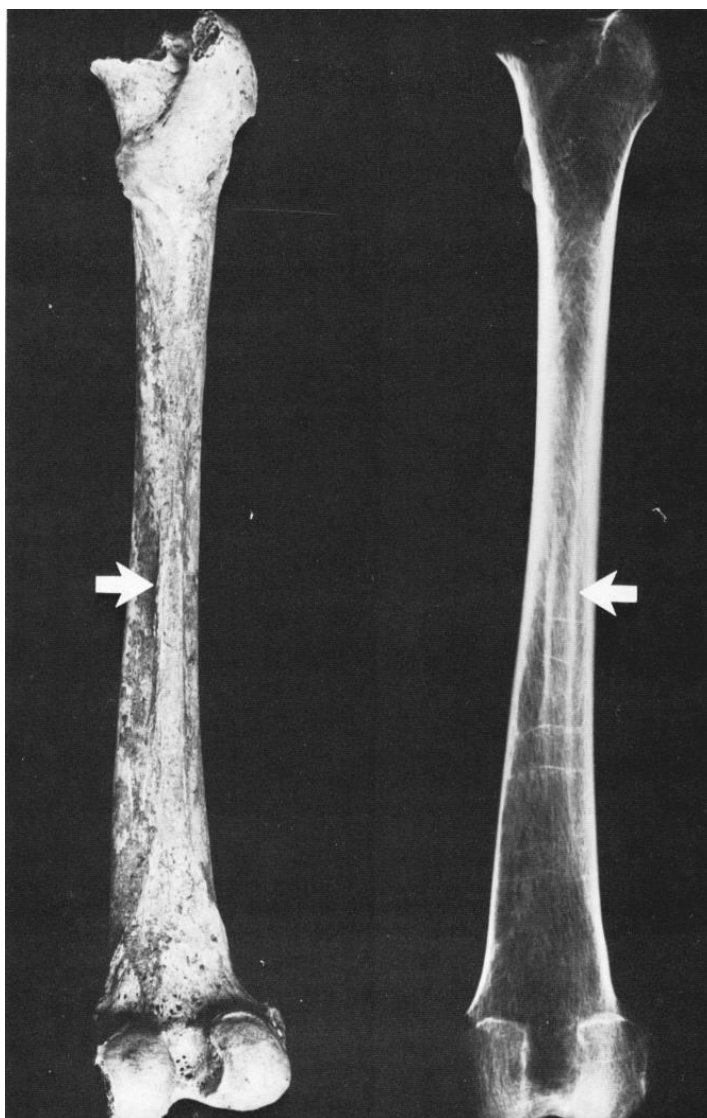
47. A la izquierda, espécimen de fémur que muestra una línea áspera prominente (flecha). Derecha, la radiografía ejemplifica el signo de la rodada.
